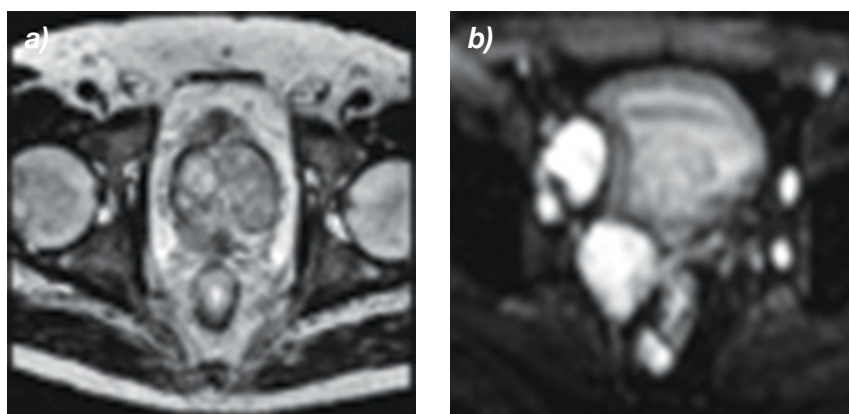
Resonancia de próstata. a) Imagen axial T2 donde se observa compromiso de la vesícula seminal derecha por nódulo PI-RADS 5. b) Secuencia de difusión: adenopatías de cadenas olicas bilateral.
